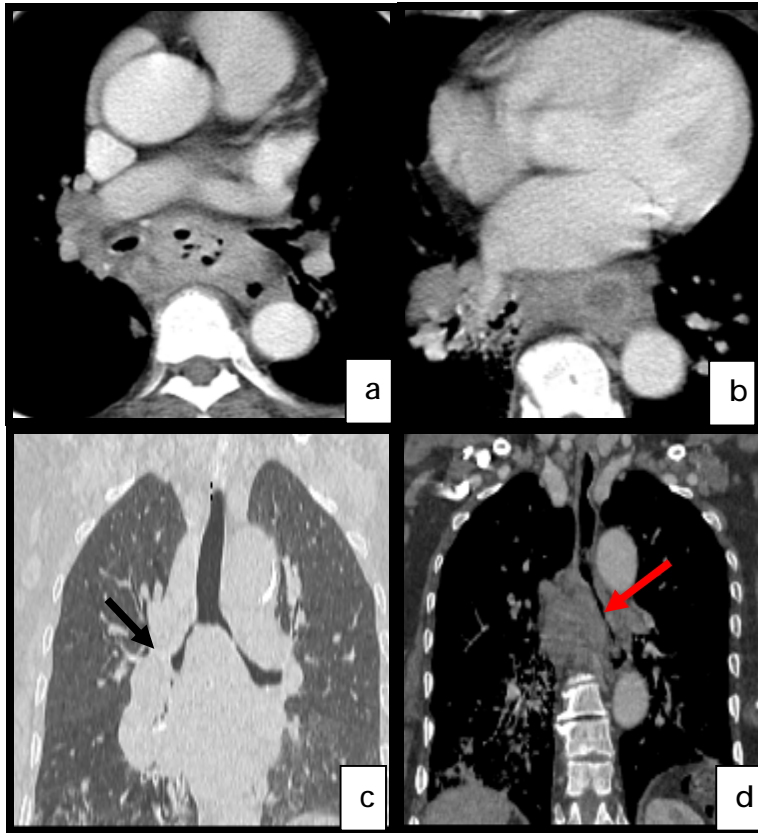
(cas N°1): TDM thoracique, coupes axiales (a,b) et reconstructions coronales(c,d) , fenêtre parenchymateuse(c) et médiastinale après injection de produit de contraste(a,b,d) : Multiples adénopathies médiastinales, nécrosées par endroit et contenant des bulles d’air évoquant une fistule ganglio-bronchique, très probablement avec la bronche lobaire inférieure gauche vu la prédominance des lésions au niveau du lobe inférieur gauche (voir figure 8). Ces adénopathies sont responsables d’une compression manifeste de la carène, des bronches souches (↗) et de l’œsophage (↗).
